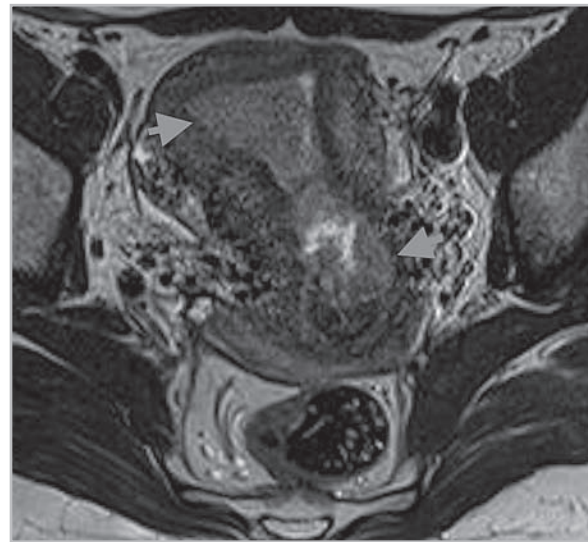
МР-томограмма органов малого таза у больной раком эндометрия (Т2-ВИ в плоскости, параллельной оси полости матки). Стрелкой указана опухоль, расположенная в полости матки и распространяющаяся на цервикальный канал
